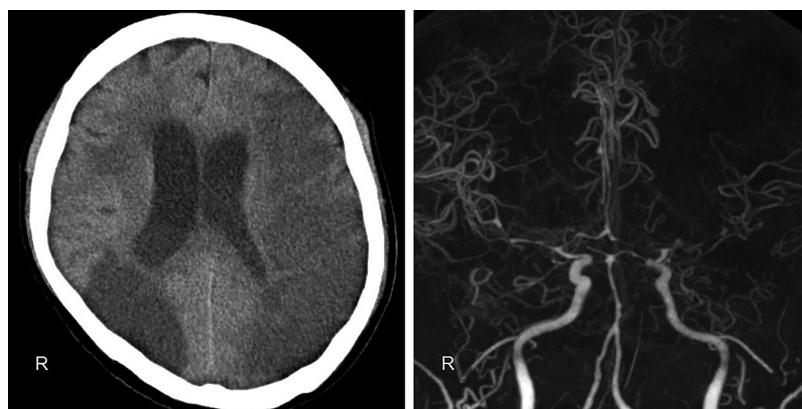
Brain CT angiography (CTA).
